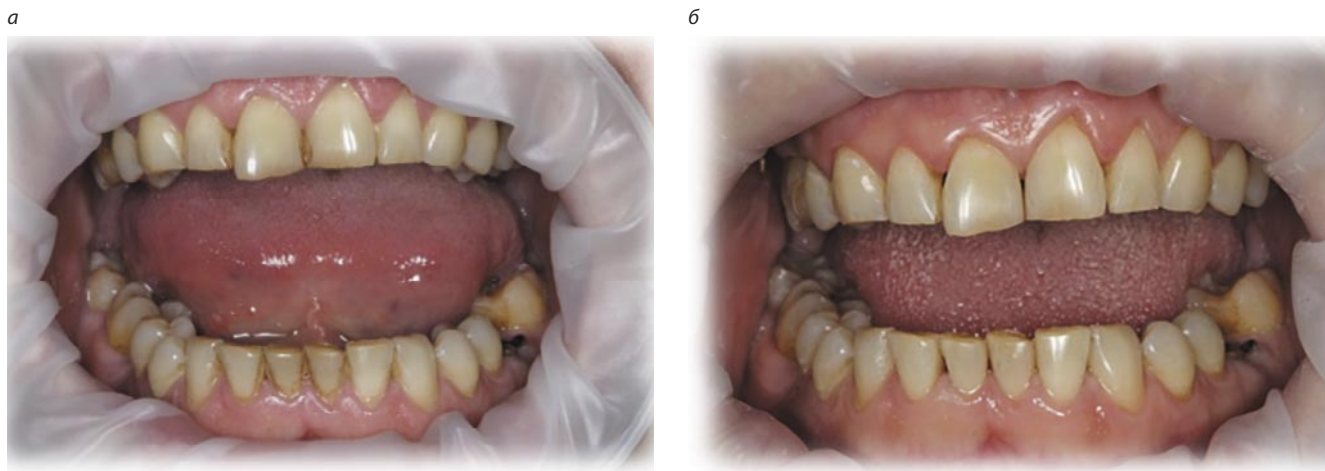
Пациент Е., 48 лет. Диагноз – хронический пародонтит тяжелой степени: а, б – до лечения; в – ортопантомограмма до лечения; г – через 14 дней после начала терапии.
